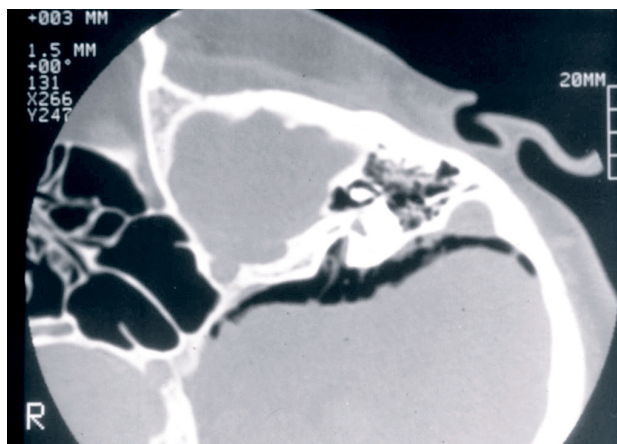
Neumo - TAC. Arteria en conducto auditivo.
